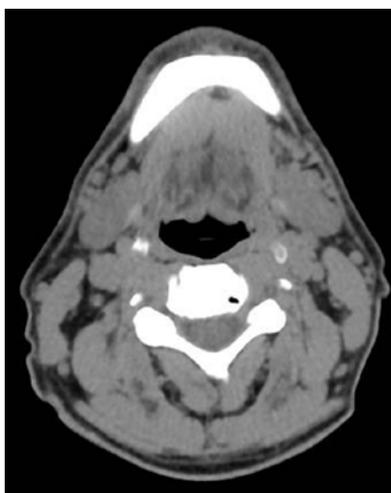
Esempio di immagine TC a livello di C3 utilizzata per la valutazione della massa muscolare scheletrica (SCM: muscolo sternocleidomastoideo; PVM: muscoli paravertebrali).
